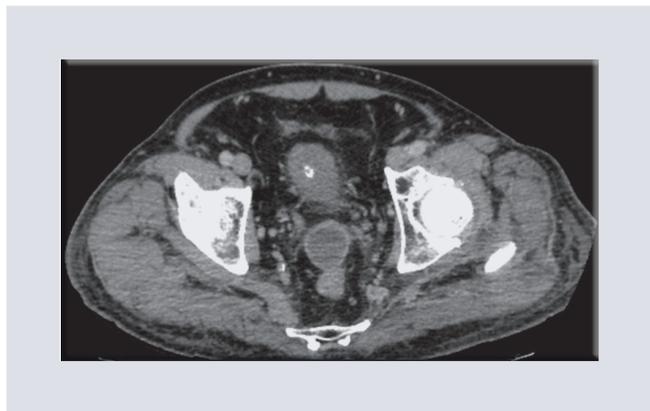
Tomografía computarizada (TC) de pelvis contrastada de una paciente de 88 años con diabetes *mellitus* tipo 2 y enfermedad diverticular que se maneja con antibióticos por 48 h sin mejoría clínica, por lo que se solicita TC e interconsulta para manejo por radiología intervencionista donde se observa colección en espacio recto uterino cuyo diámetro anteroposterior era de 2.5 cm debido al escaso tiempo de terapia con antibióticos y al tamaño menor a 3 cm se decide continuar con manejo médico y revaloración cinco días posteriores, cuando resolvió el cuadro (no se muestra imagen).
